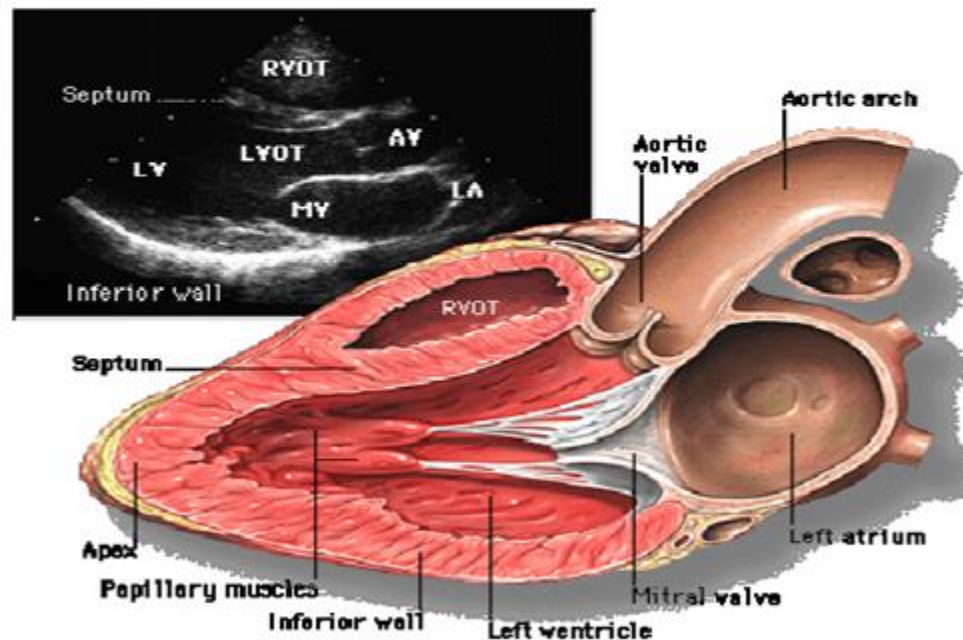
Parasternal long-axis (PLA)
